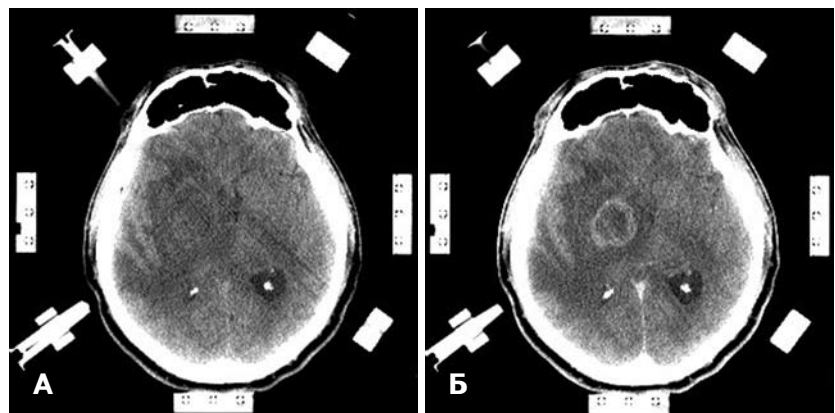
СКТ хворого на церебральний туберкульоз в стереотаксичній рамці до операції. А — зона набряку в медіальних відділах правої півкулі. Нативна КТ; Б — туберкульома в ділянці базальних ядер праворуч. КТ з внутрішньовенним підсиленням.
